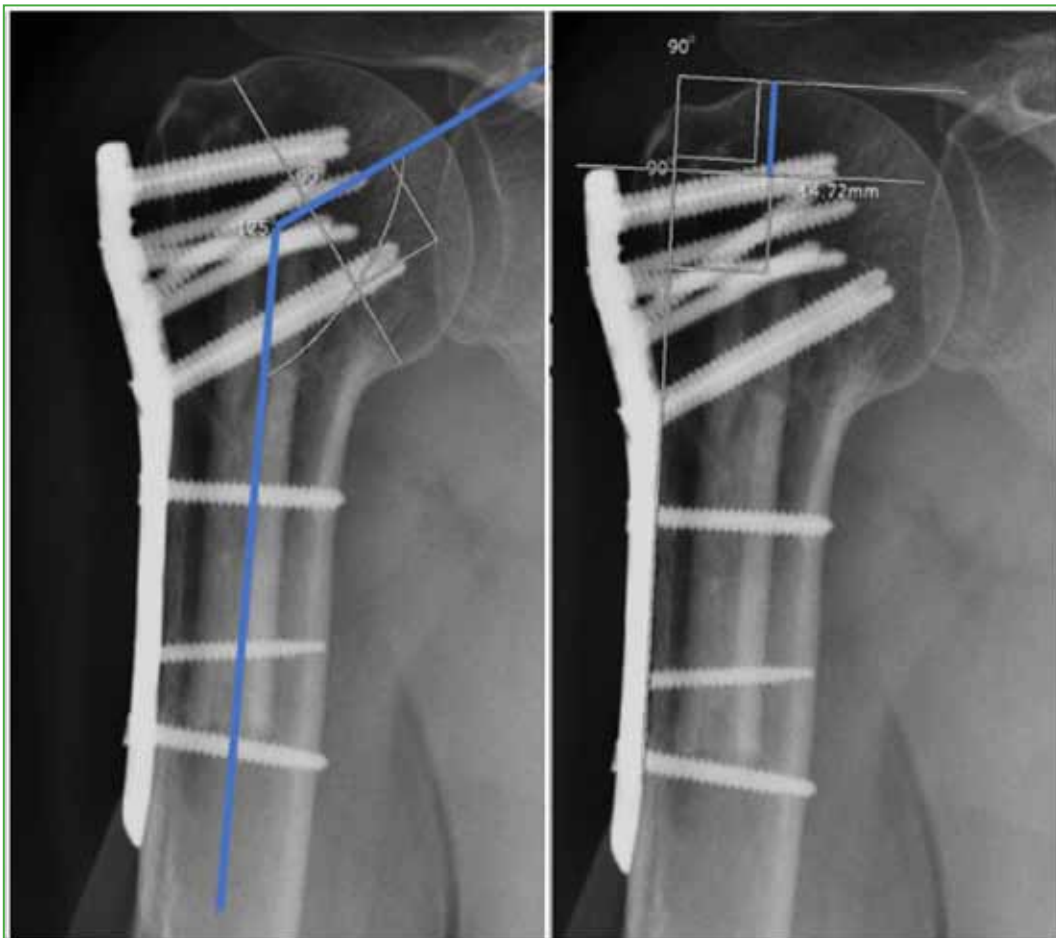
Radiografías de hombro derecho, de frente y axial de escápula, después de una osteosíntesis de húmero proximal derecho con injerto estructural endomedular. Se muestran las mediciones, realizadas en el programa disponible en nuestro Centro (Synapse, Fujifilm). En azul, se resalta el ángulo cervicodiafisario (izquierda) y la altura de la cabeza humeral (derecha).
